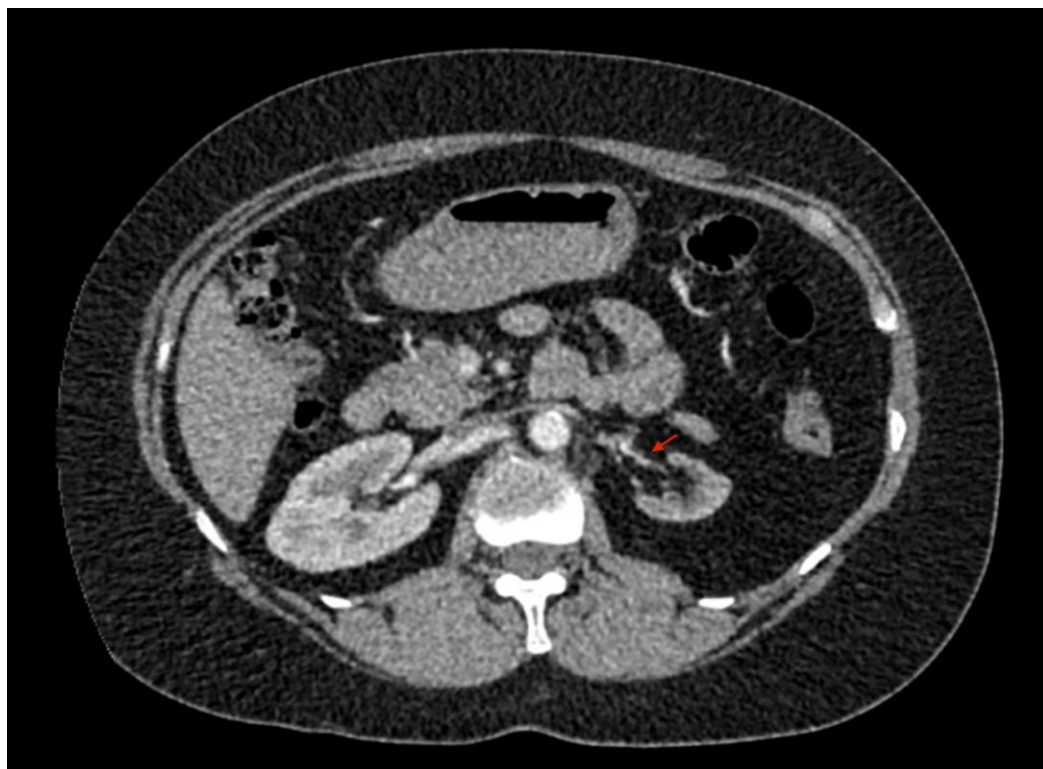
МСКТ-ангиография с внутривенным контрастированием. Окклюзия верхней левой почечной артерии с развитием коллатералей у пациентки с удвоением почечной артерии. Атрофия средне-верхних отделов левой почки
